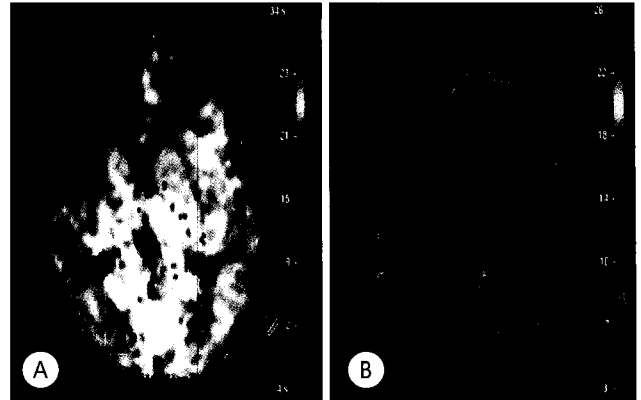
Perfusion weighted magnetic resonance image of a 4-year-old boy with left side transient ischemic attack. Note that significant time-to-peak delay on right anterior cerebral artery and middle cerebral artery territory(B) whereas no significant difference on cerebral blood volume imaging(A).
